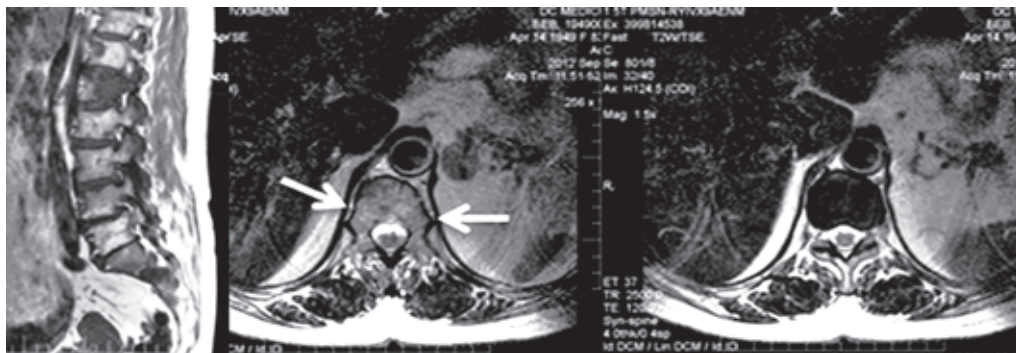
МРТ поясничного отдела позвоночника в сагиттальной и аксиальной плоскостях 62 летней больной без первично выявленного очага с метастатическим переломом тела L1 (T1- и T2ВИ) и здорового пациента (последнее изображение). Определяются сигналы патологической интенсивности в задней части тела, основании правого корня дужки и в асимметрично расширенных паравертебральных мягких тканях (стрелки)
